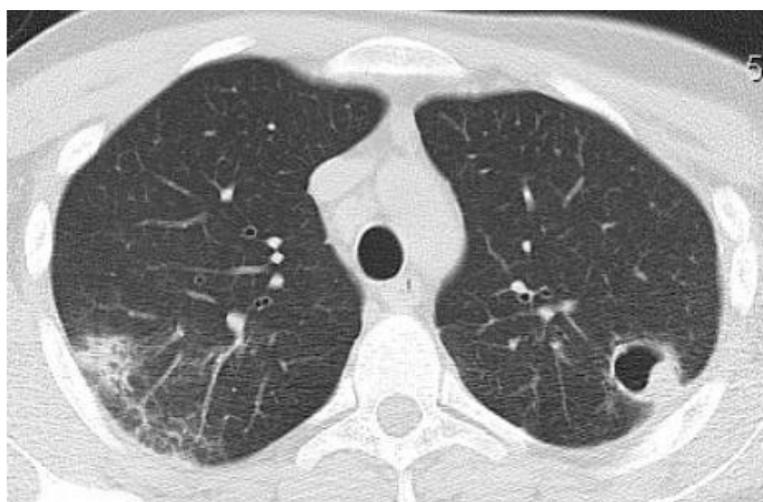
КТ-исследование в динамике, выполненное на 56-ой день после травмы. В S 1+2 левого легкого визуализируется остаточная воздушная полость абсцесса. В S 2 правого легкого сохраняются участки интерстициальной и сливной внутридольковой инфильтрации как результат неполностью разрешившейся застойной пневмонии.
